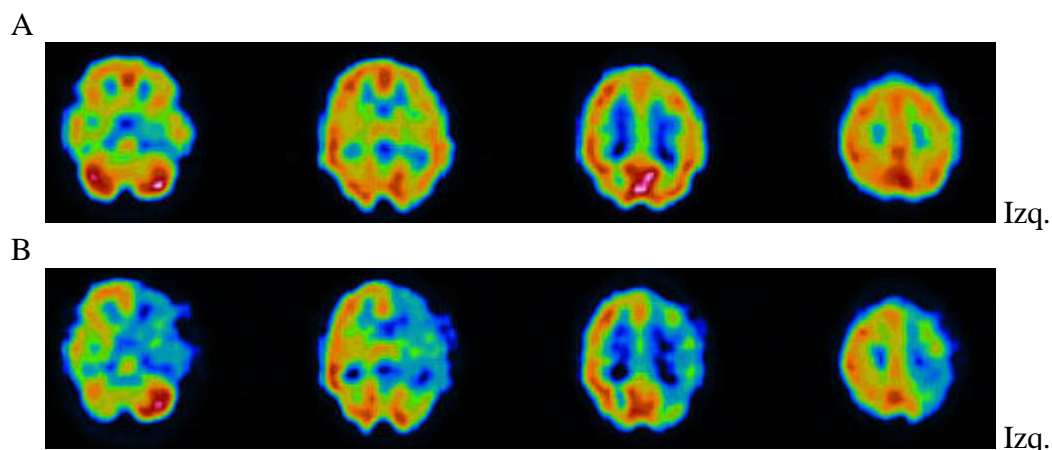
Paciente con crisis parciales complejas del lóbulo temporal izquierdo. A: El SPECT cerebral efectuado en condiciones basales muestra una distribución normal y simétrica de la perfusión cerebral. B: SPECT cerebral efectuado tras la administración de 125 mg de amobarbital en la ACI izquierda que demuestra una disminución de la perfusión en el córtex frontal, temporal y parietal izquierdos, así como en el cerebelo derecho por diásgnosis cerebelosa cruzada.
